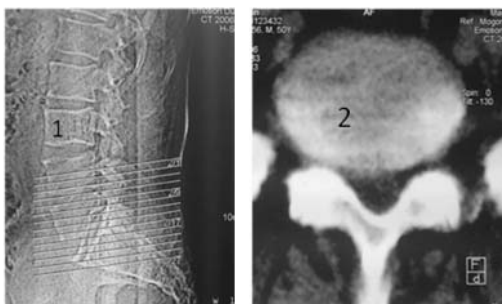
Tomografia computerizata care indică hemangiomul (1) și hernia de disc lombar L4-L5 (2)
